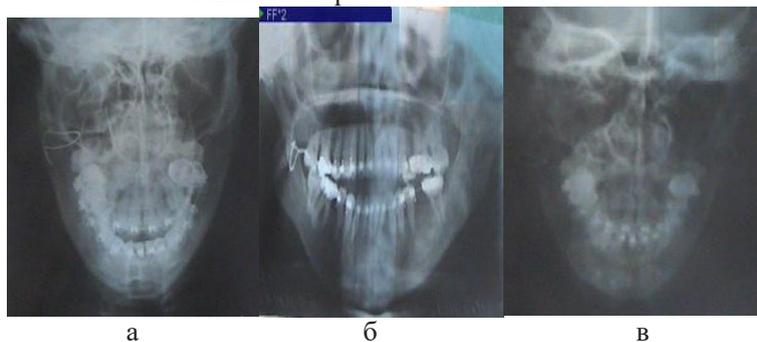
Рентгенограммы пациентки Н., 26 лет: до и после операций (а, б, в).
